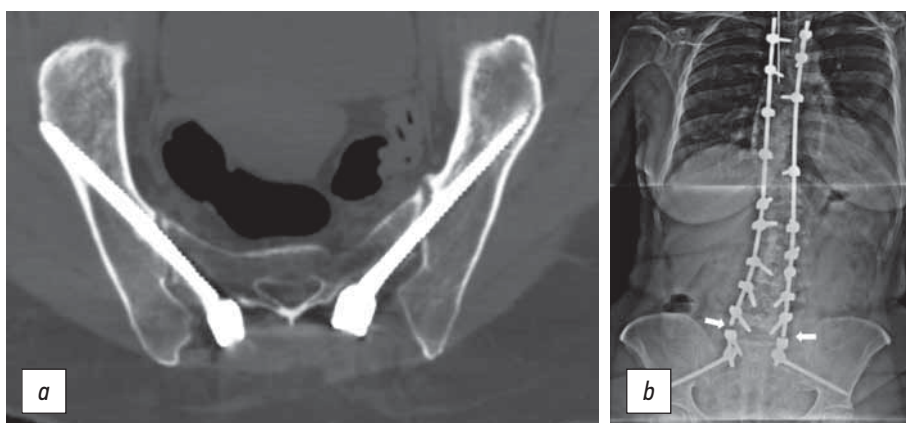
Пациентка 55 лет. Идиопатический сколиоз: *a* — удовлетворительное положение винтов в подвздошных костях по данным компьютерной томографии с незначительной односторонней пенетрацией наружной стенки; *b* — перелом стержней металлоконструкции на уровне L5-S1 через год после операции, что потребовало повторного оперативного вмешательства
